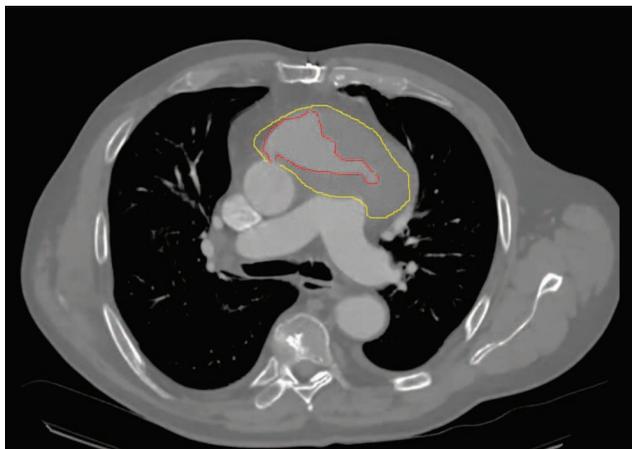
б: Компьютерная томография грудной аорты с контрастированием, аксиальная плоскость
